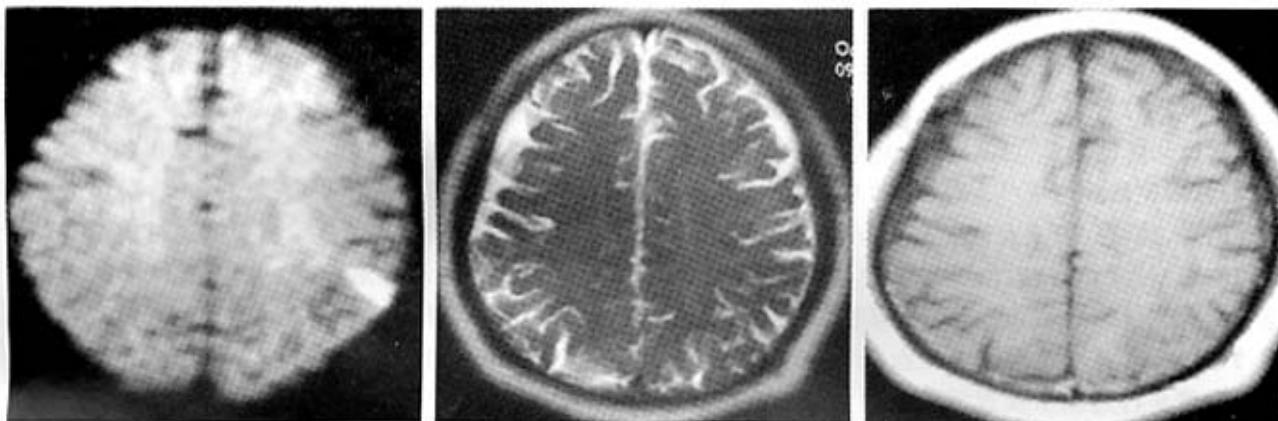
F 动脉内溶栓后(D)即刻 DWI 显示左侧顶部出现小片新急性梗死灶(箭头)(E, F)3 d 后 MRI 复查显示左侧顶部梗死灶消失
